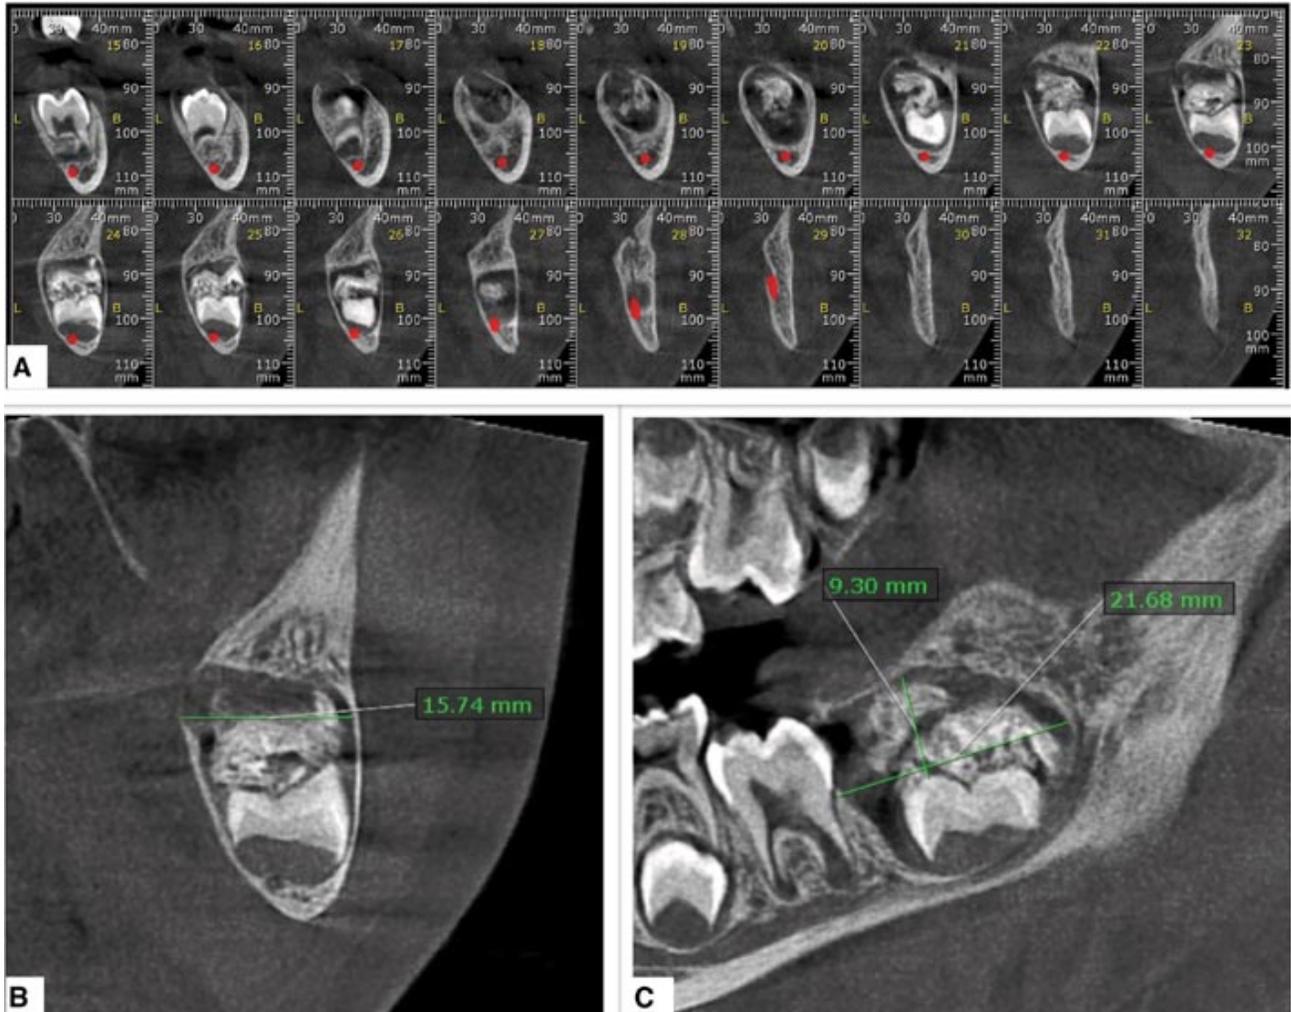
Cone Beam zona mandibular izquierda con cortes coronales, en rojo posición canal mandibular. Fig. 3B. Corte transversal extensión de lesión 15.74 mm en sentido vestibulo lingual . Fig. 3C. Corte sagital extensión anteroposterior 21.68mm.
